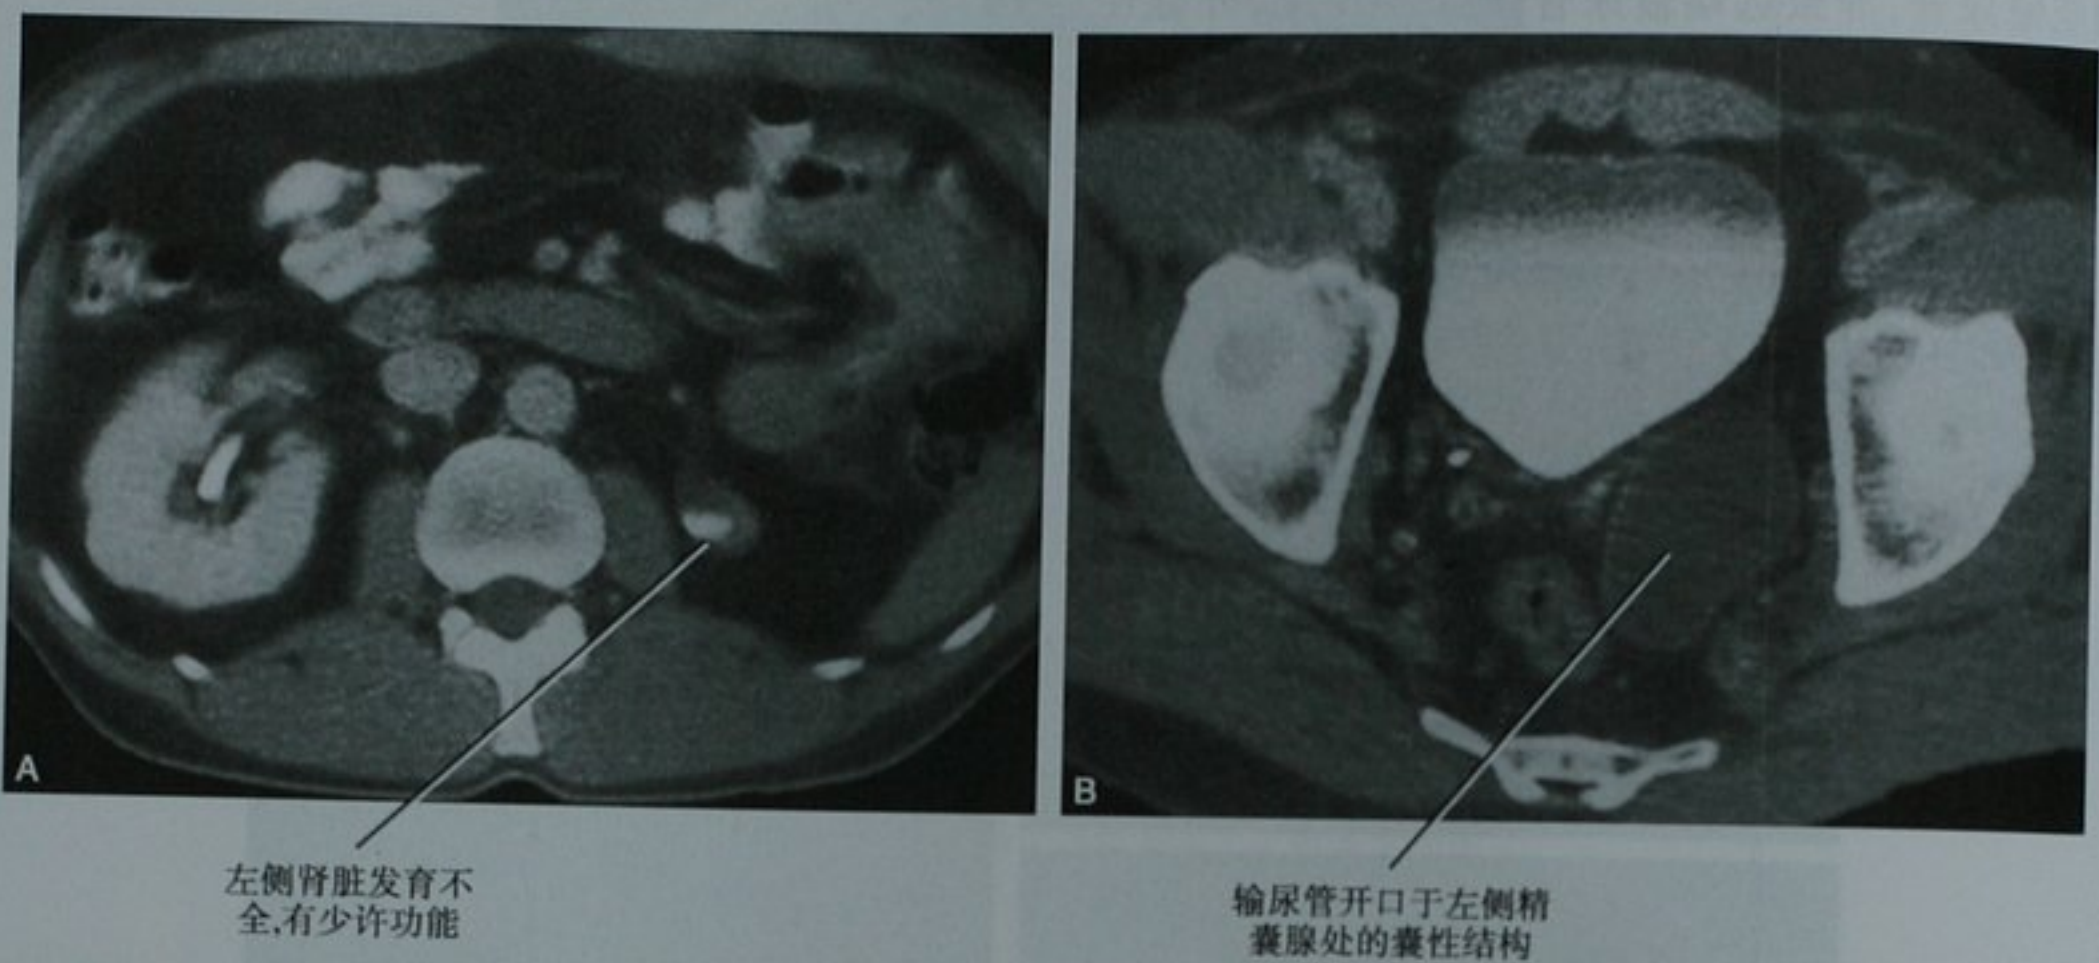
单纯异位输尿管。A. 对比增强 CT 扫描肾脏水平横断位图像显示先天性不全梗阻引起的左侧肾脏发育不全；B. 同一次 CT 检查膀胱水平横断位图像显示左侧输尿管远端位置一囊性结构。手术证实输尿管开口于左侧精囊腺
